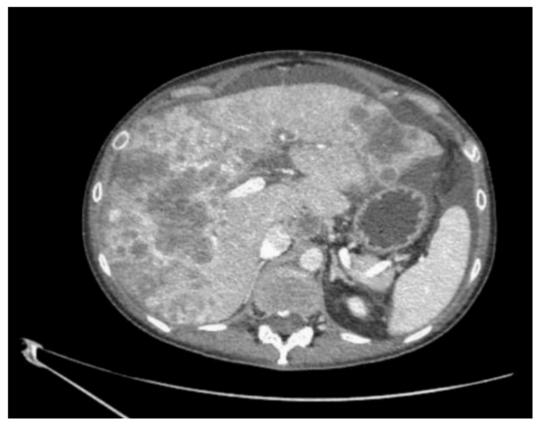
Evaluation CT scan of the present case after the first cycle of nivolumab, ipilimumab and trametinib showing pleural, pulmonary, hepatic and ascitic hyperprogressive disease. Although the definition is controversial, the majority of authors coincide that a hyperprogression implies RECIST progression in less than 2 months from the initiation of therapy, a \geq 50 % increase in tumor burden and a \geq 2-fold increase in tumor growth rate or kinetics.(7) The present case fulfilled all of these criteria.
